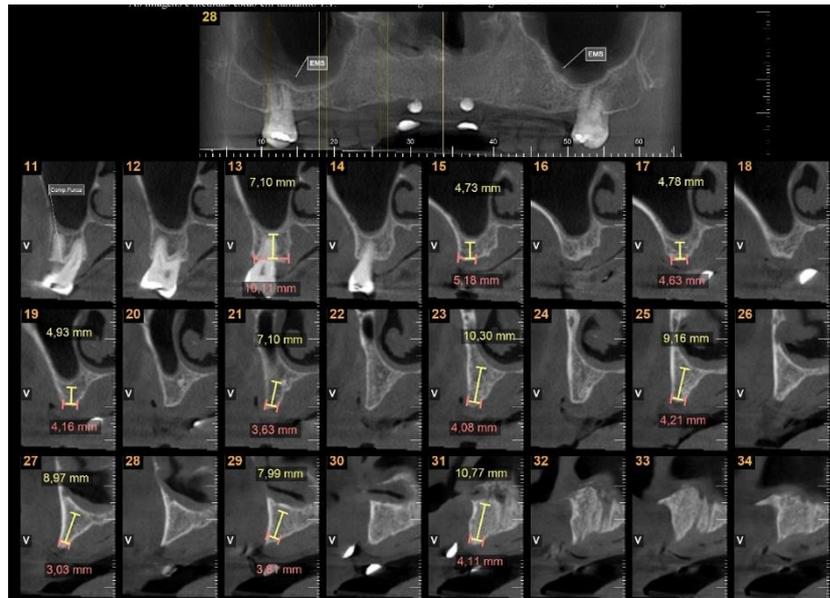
Tomografia computadorizada tipo cone *bean* de maxila superior. Fonte: do autor
